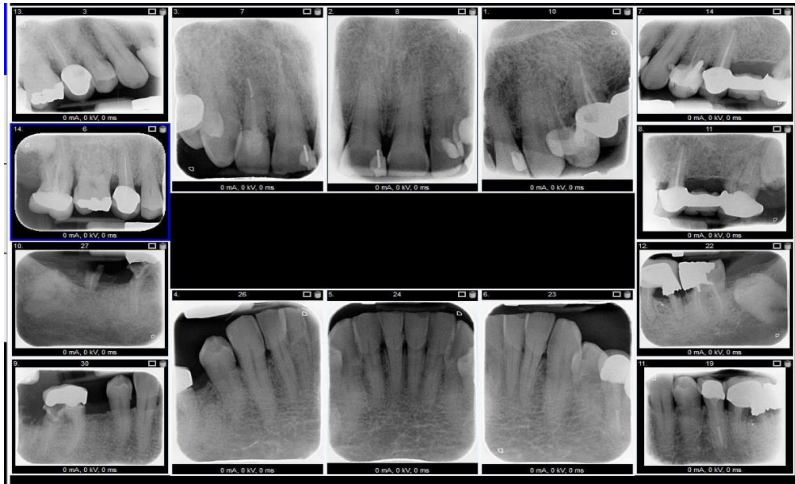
Radiografías dentoalveolares
